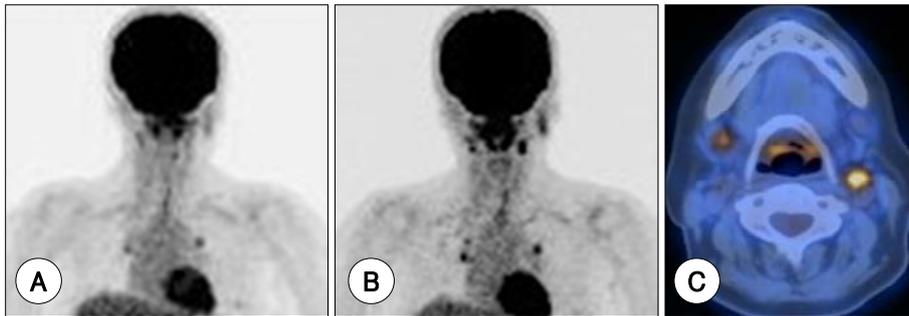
A : No abnormal uptake after left subtotal parotidectomy and right selective neck dissection (II-III) is demonstrated in FDG-PET/CT image. B, C : Abnormal intense uptake in the right submandibular gland and left nodal uptake is demonstrated in FDG-PET/CT image at 1 year after the second surgery.
